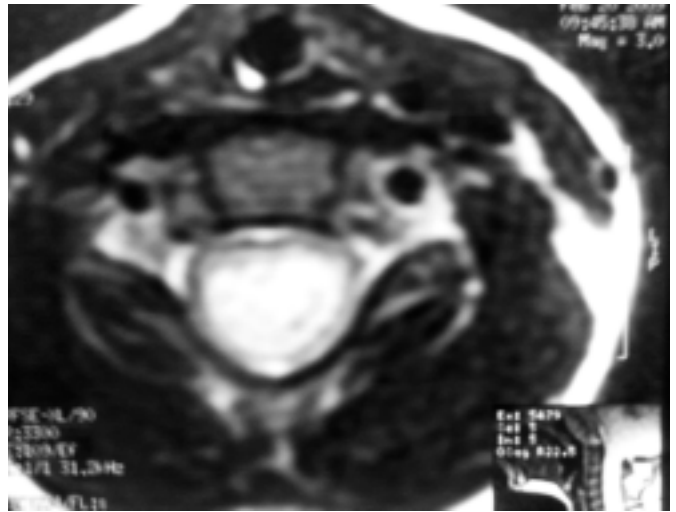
IRM axial mostrando afectación de la médula espinal.
